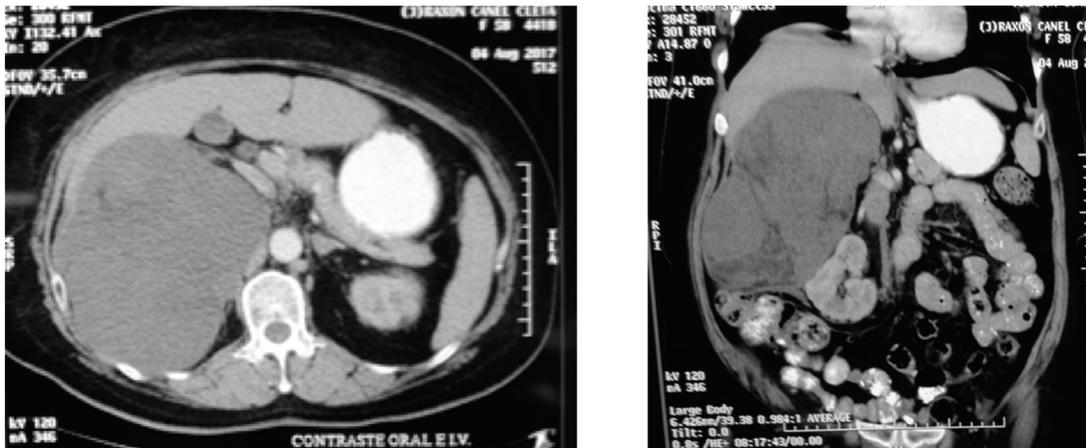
A y B. TAC multicorte muestra la masa en relación a las estructuras adyacentes y su desplazamiento.
